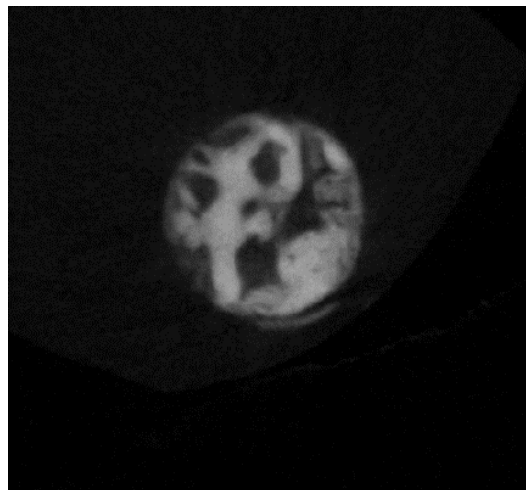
Визначення кісткових структур за їх рентгенологічною щільністю в зоні інтересу (ROI-Region Of Interesting), що відповідає зразку кісткової тканини АВ взятого в ділянці після проведення LSFA (мікро-КТ дослідження)
